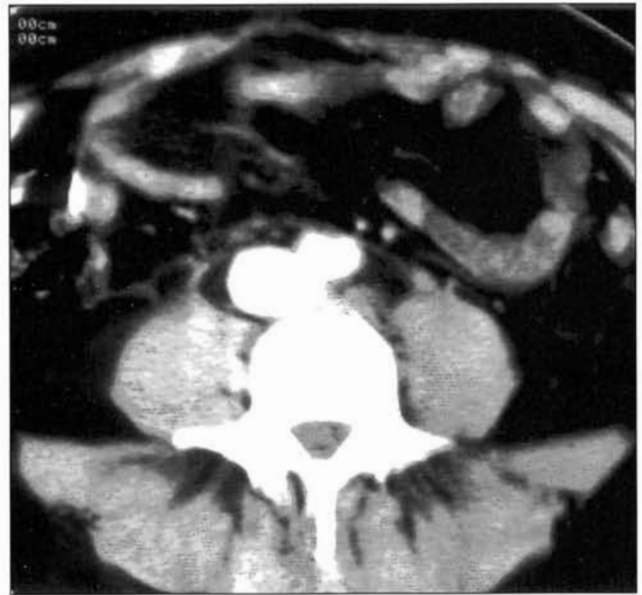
TAC abdominal con contraste que muestra la existencia de un pseudoaneurisma que engloba arteria y vena iliaca izquierdas, con fístula arteriovenosa a ese nivel.
